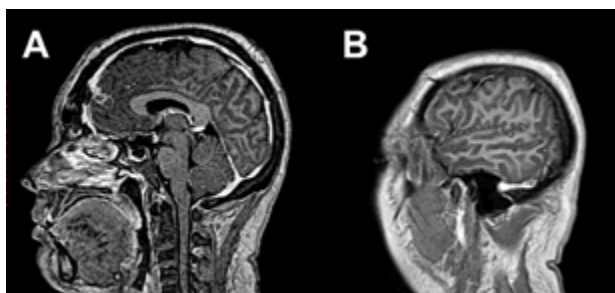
RM T1 con gadolinio cortes sagital y coronal que evidencian ausencia de lesión tumoral.
